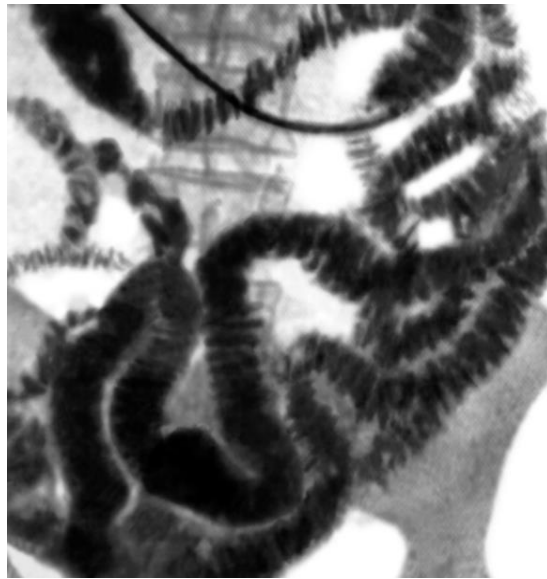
Рентгеноскопія у хворого з ентеритом.
